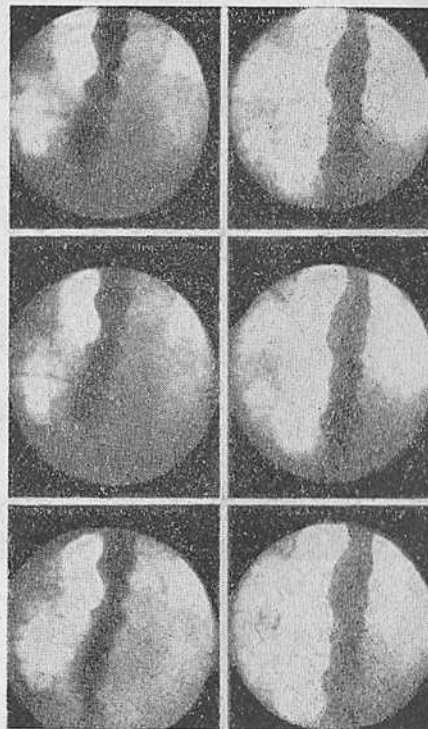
Сегментарные (неперистальтические) сокращения пищевода в ретроперикардальном сегменте при ахалазии кардии. Рентгенокиномонтаж через 16 кадров.
